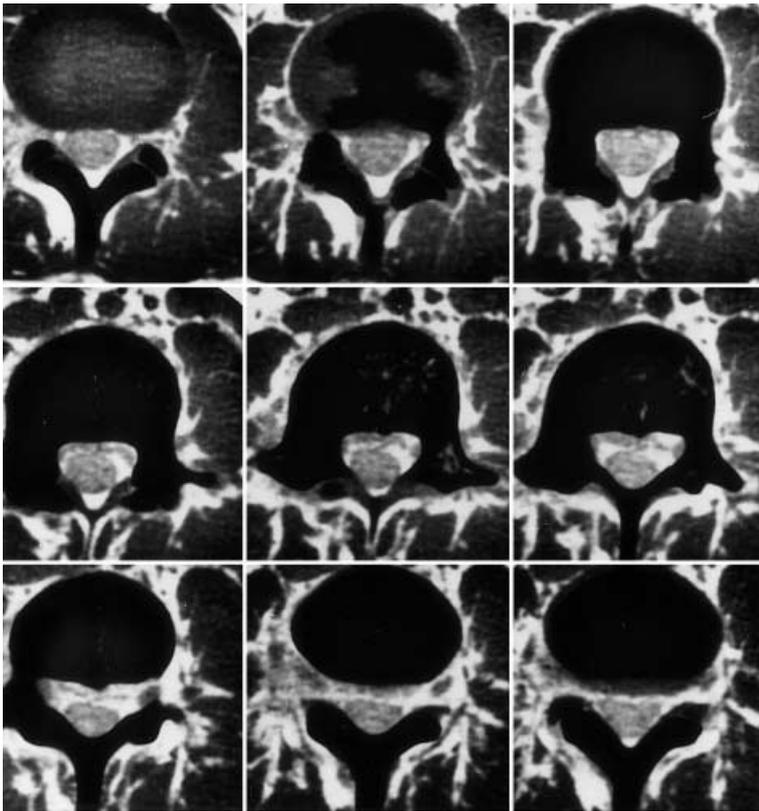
▲ Zeigt sich in der Computertomographie in mindestens einer Schicht ein durchgehender knöcherner Ring (wie hier in der mittleren Reihe, Abbildung rechts), so liegt eine normale Wirbelmorphologie vor. Andernfalls handelt es sich um ein „incomplete ring sign“ und damit um eine Spondylolyse, sofern der Defekt im Bereich der Pars interarticularis liegt
